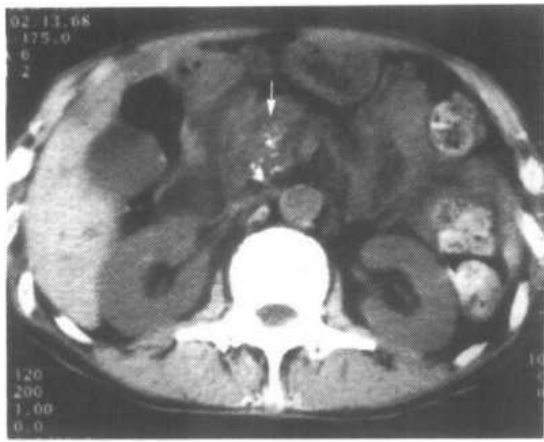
~d 胰腺癌螺旋 CT 双期扫描
